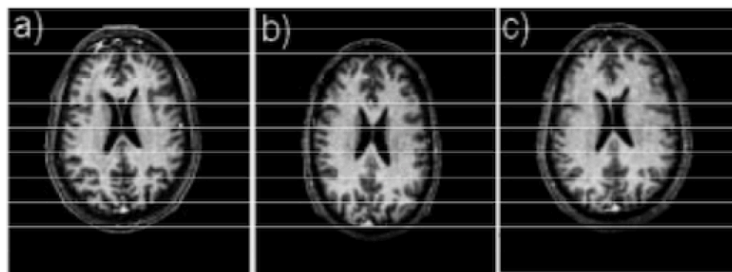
Ejemplo de registro de imágenes de resonancia magnética. a) Imagen destino, b) Imagen fuente, c) Imagen Fuente transformada.
